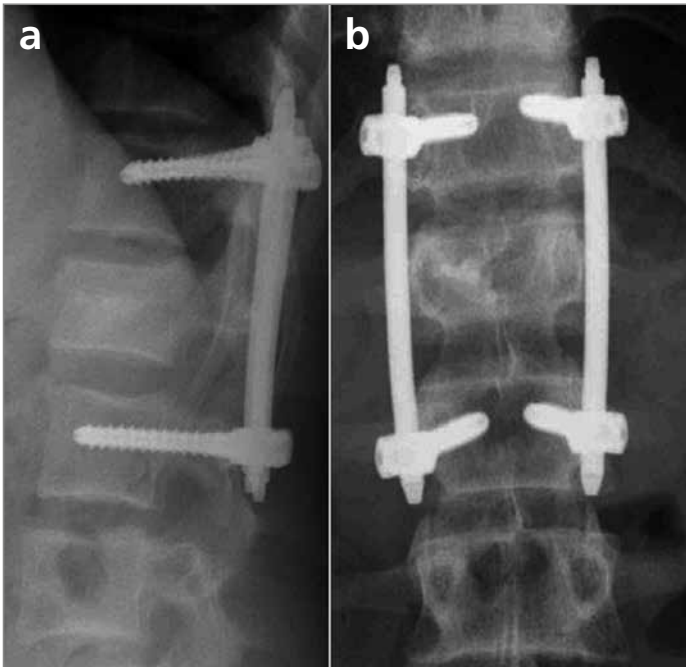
Röntgenkontrolle vor der Entlassung nach perkutaner Stabilisierung von Th12 auf L2 und korrekter Aufrichtung von L1 mit physiologischem Cobb-Winkel und sagittalem Index
